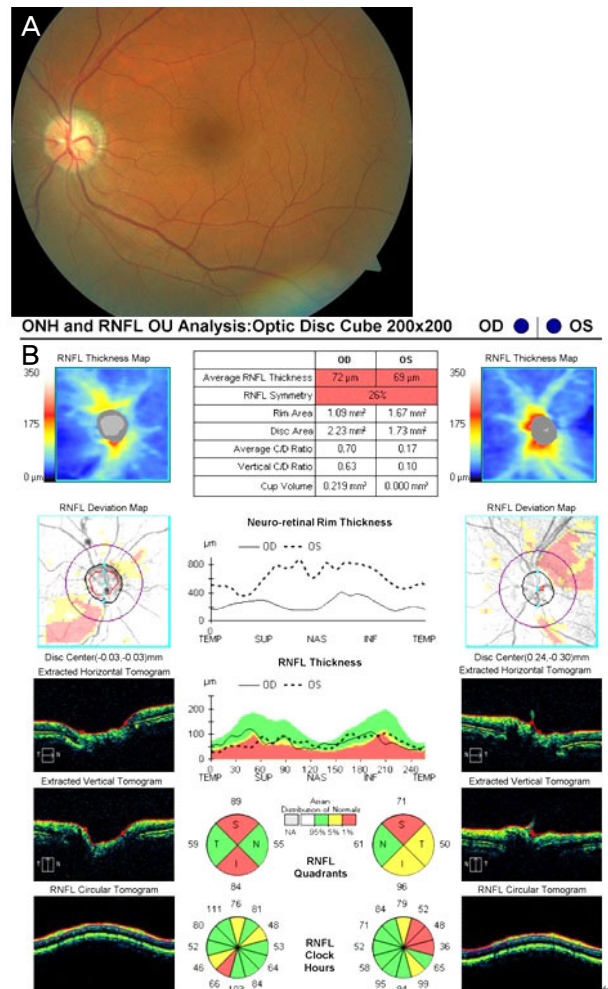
Fundus photograph (A) and optical coherence tomography (B) of the patient after treatment. These show decreased optic disc swelling at the left eye after treatment. ONH = optic nerve head; RNFL = retinal nerve fiber layer; OU = oculus unitas; OD = oculus dexter; OS = oculus sinister; C/D = cup-to-disc ratio; TEMP = temporal; SUP = superior; NAS = nasal; INF = inferior; S = superior; N = nasal; I = inferior; T = temporal.
